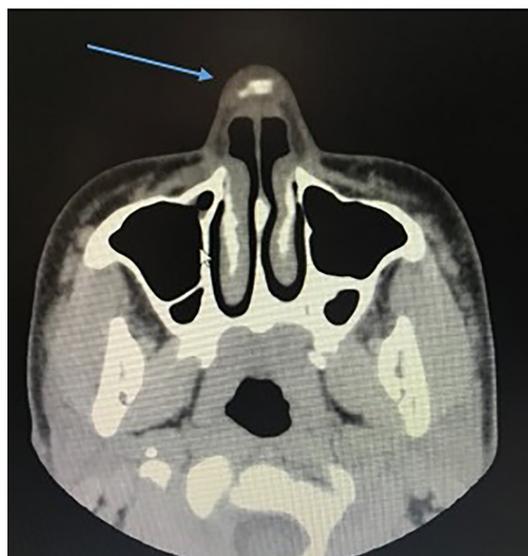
Imagem de tomografia computadorizada e reconstrução, evidenciando corpo estranho em ponta nasal (setas).
